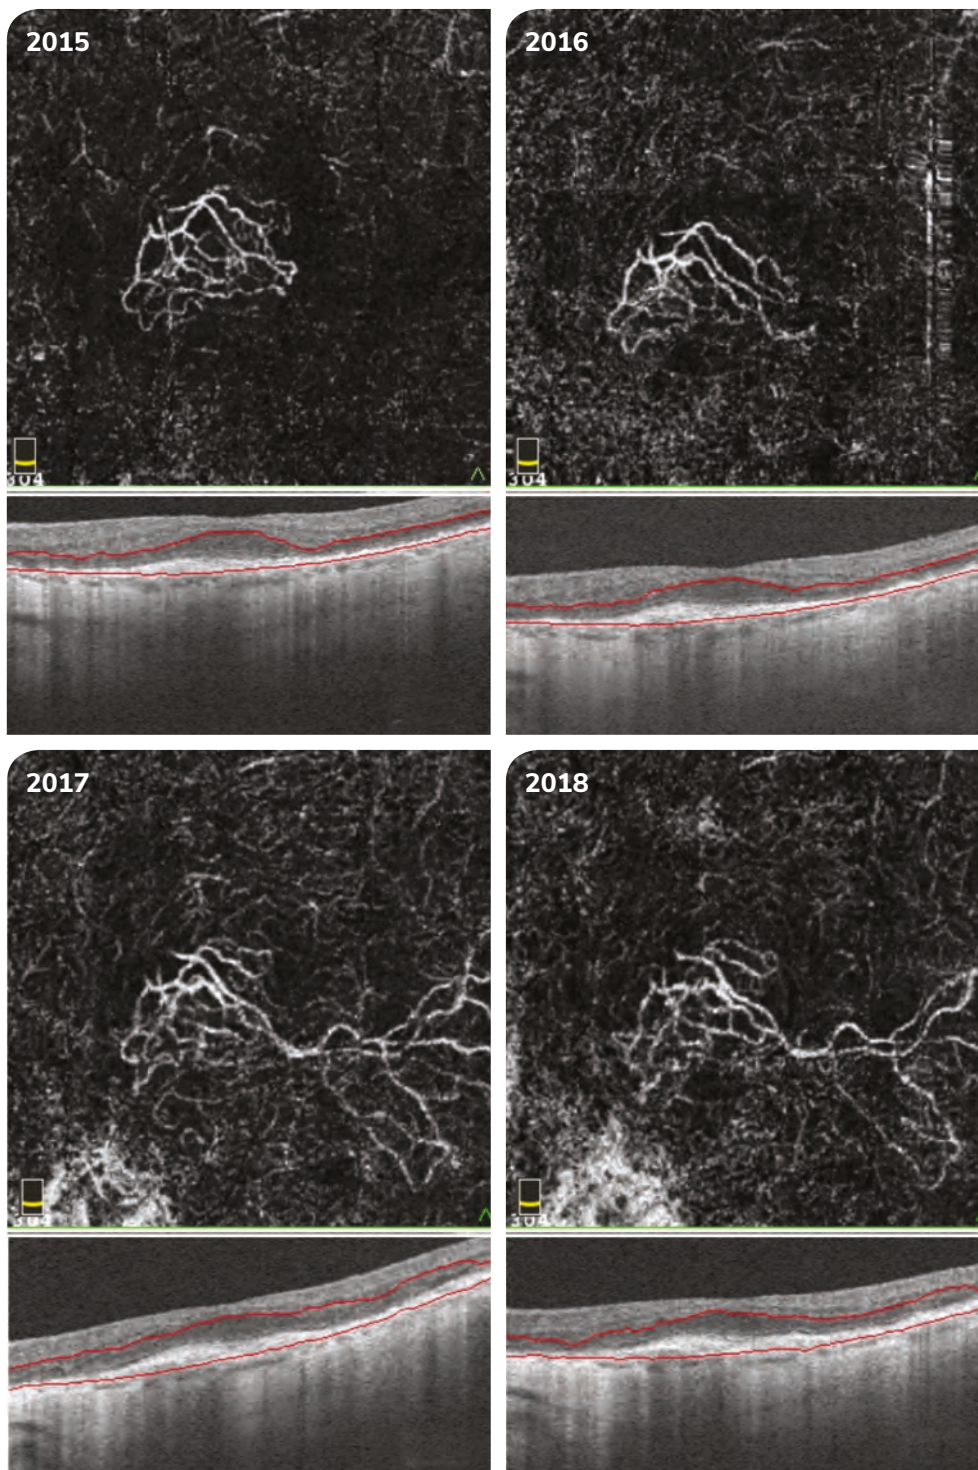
Optische Kohärenztomografie-Angiografie (OCTA) einer *ruhenden* Typ 1 choroidalen Neovaskularisation (CNV) assoziiert mit atrophischer altersbedingter Makuladegeneration (AMD) (multimodale Bildgebung des Patienten von Abbildung 3). In der OCTA ist die *ruhende* Typ 1 CNV in Zusammenhang mit AMD durch eine leicht unregelmäßige Form mit gut definierten Rändern, ohne Versorgungsgefäß oder periphere Arkaden definiert. Ihr Fluss erscheint „fadenförmig“. Die Läsion wird mit der Zeit wachsen, ohne ihr Erscheinungsbild zu verändern (C: Rtvue, Optovue).
